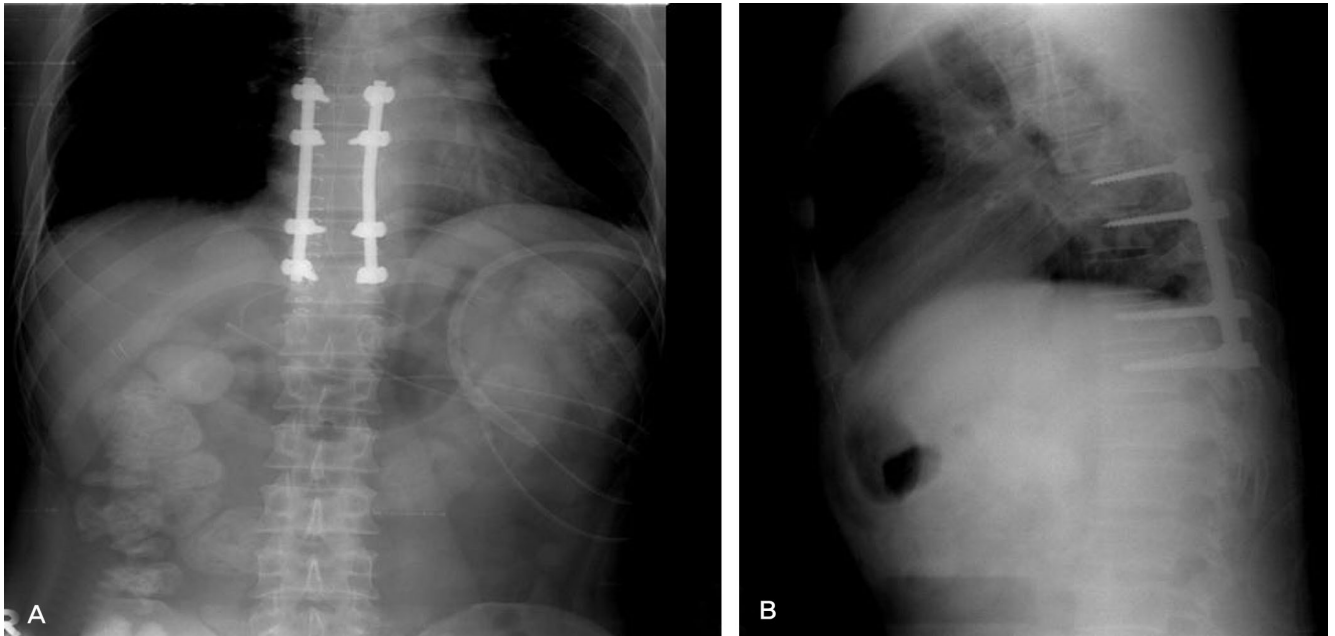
Immediate postoperative x-rays after total laminectomy and posterior instrumentation. (A) AP view. (B) Lateral view.
